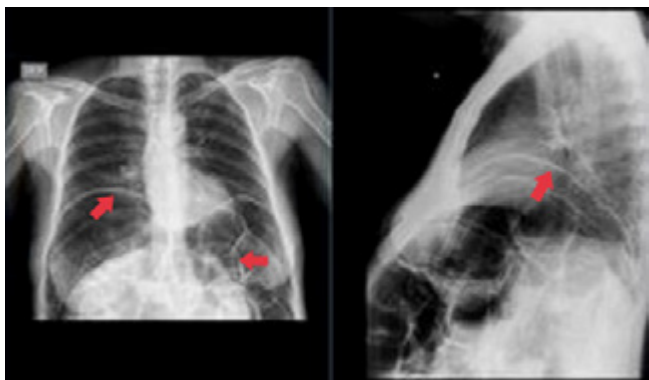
Radiografía posteroanterior y lateral de tórax.
